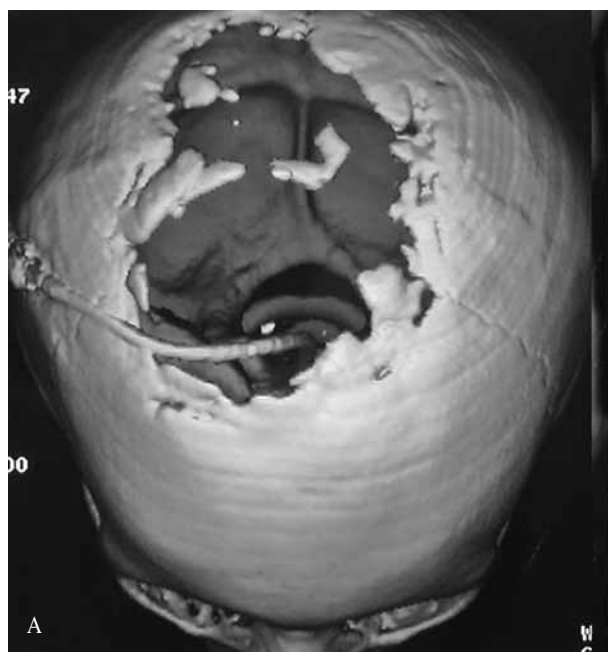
A) Imagen de TC tridimensional con defecto óseo importante. Se visualiza válvula de derivación ventrículo peritoneal. B) Corte sagital de la RM del mismo paciente en el que se aprecia herniación de tejido cerebral.
